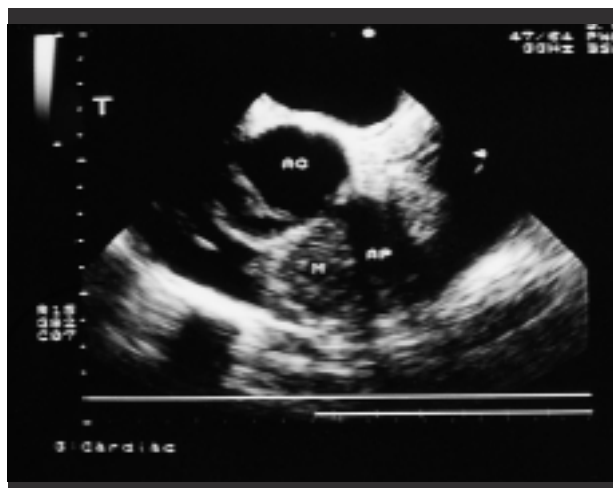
Immagine di ecocardiografia transesofagea a livello della base del cuore (90°) che documenta il flap intimale in aorta ascendente e la massa a livello del tratto di efflusso ventricolare destro. AO = aorta; AP = arteria polmonare; M = massa.
